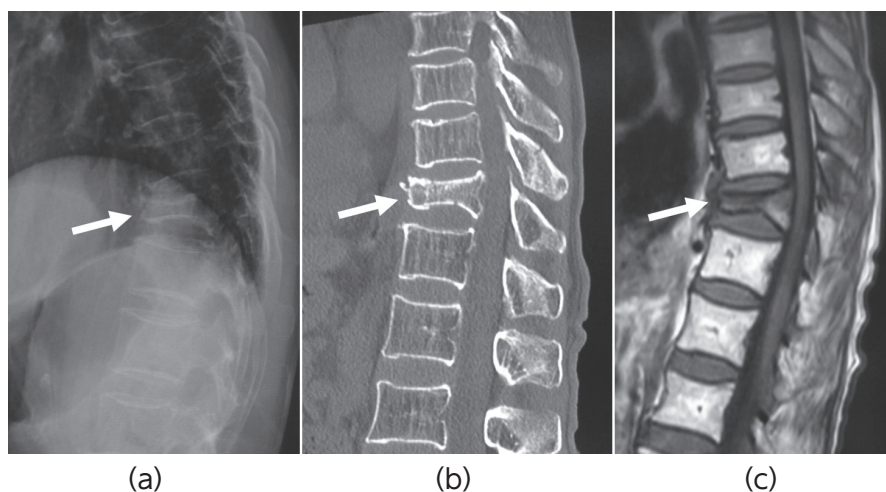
初診時の (a) 単純X線側面像, (b) CT像, (c) MRI (T1強調画像)。第11胸椎に椎体骨折を認める
